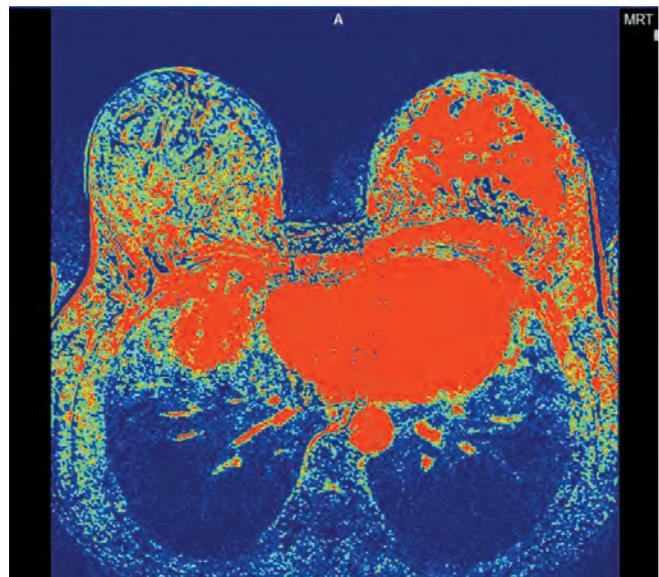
МРТ молочных желез
